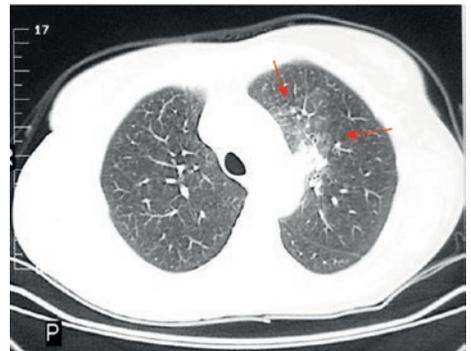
Esempio di sfumato addensamento interstiziale (freccie) all'esame TC che non può essere evidenziato con l'ecografia perché non giunge a parete.
